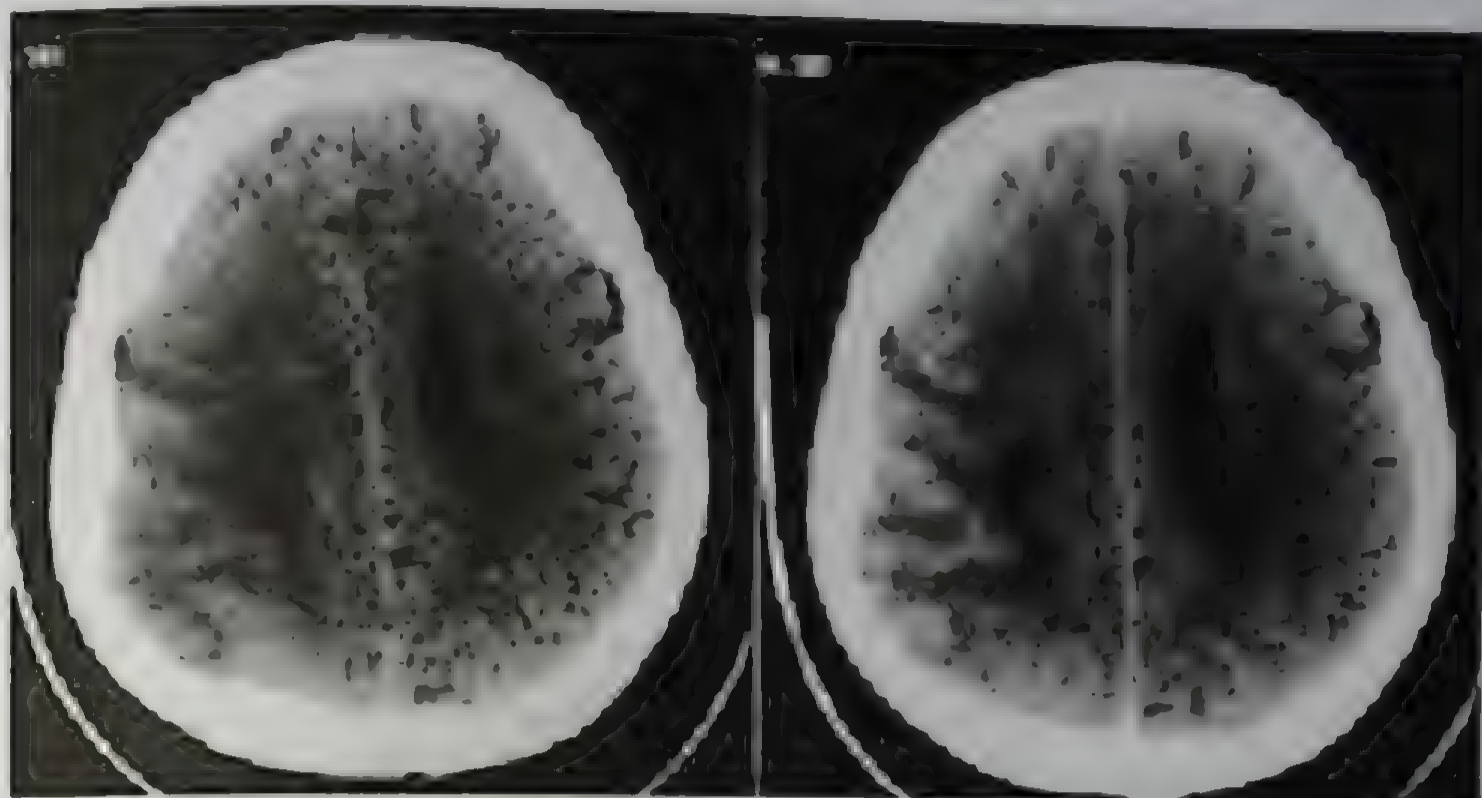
Компьютерные томограммы головного мозга. Подострый инфаркт мозга до (слева) и после (справа) введения контрастного препарата (гиральный тип контрастного усиления)
